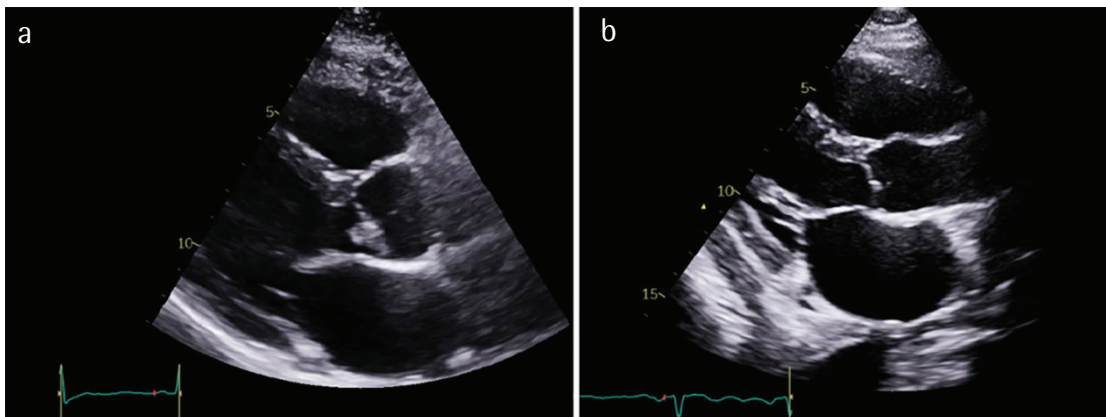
Transthoracic echocardiographic images. a) At the time of diagnosis, parasternal long axis image of the patient shows native aortic valve thrombus, b) after treatment with anti-coagulants and chemotherapy, parasternal long axis image of the patient shows absence of aortic valve thrombus
